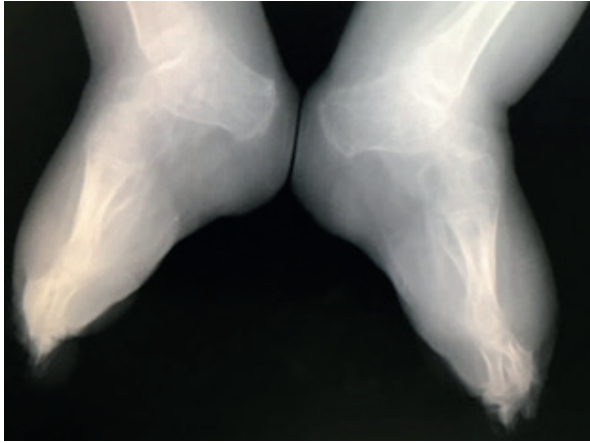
Radiografía bilateral lateral tres meses tras cirugía (Caso 1).
